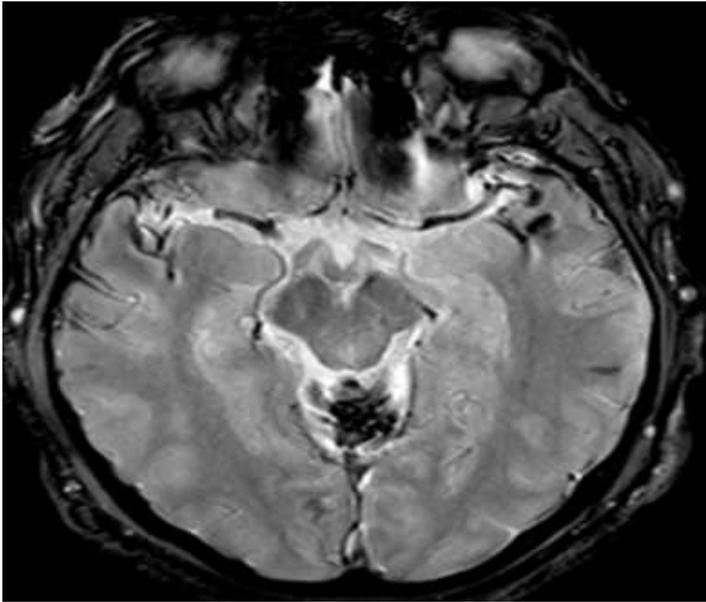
dépôts d'hemosidérines au niveau du vermis cérébelleux à l'IRM en séquence T2*
